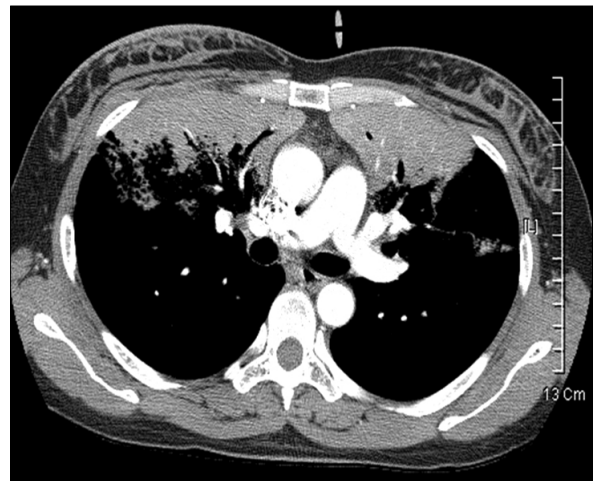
Chest CT shows non-segmental distribution of bilateral consolidation in both lung field.
